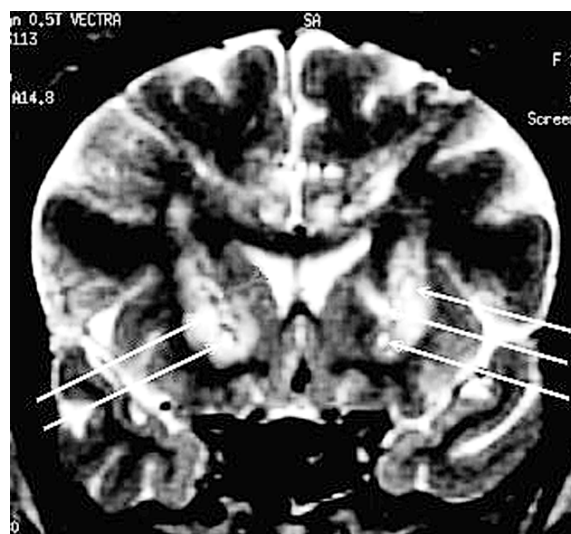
На послеоперационной фронтальной T2-взвешенной МРТ головного мозга стрелками указаны зоны низкой гиперинтенсивности в переднем бедре внутренней капсулы с двух сторон после стереотаксического электрического лизиса. Такие же изменения визуализируются в поясных извилинах.
